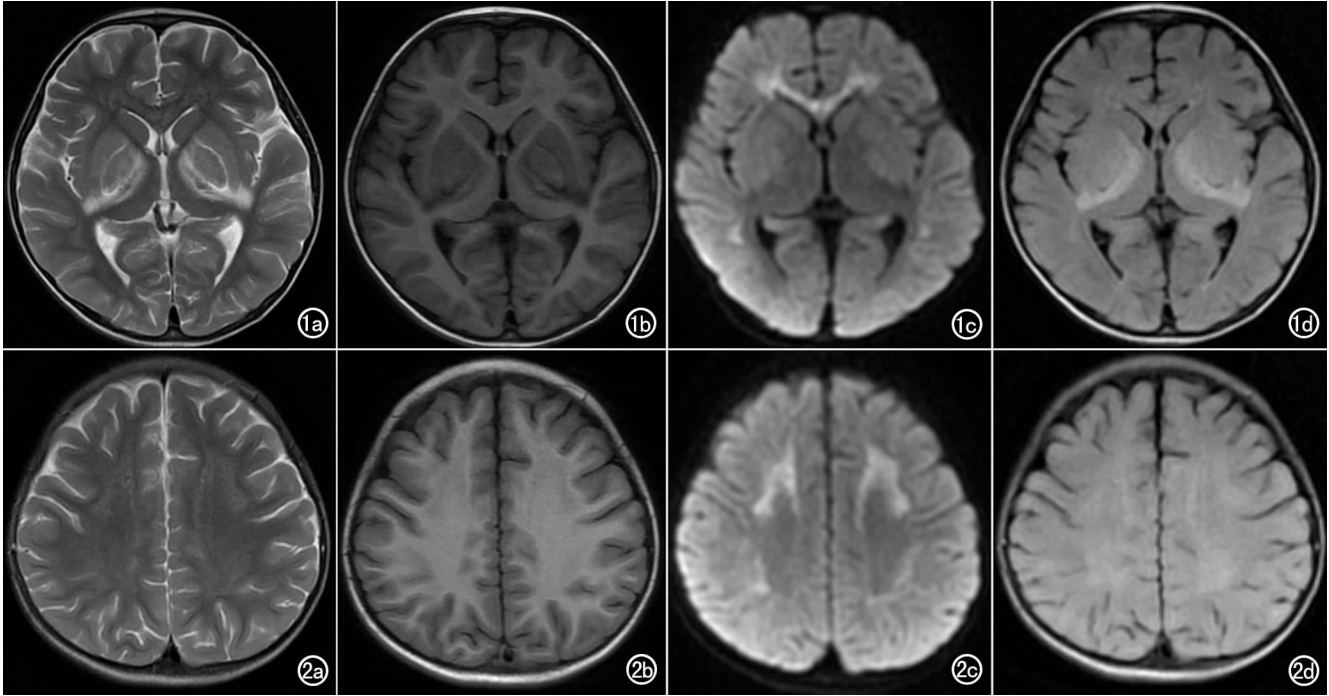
男,2 岁,重症手足口病。a) 横轴面 T₂WI 示双侧基底节区病灶对称性斑片状高信号,胼胝体、双侧颞叶、额叶脑白质病灶对称性斑片状、斑点状稍高信号,边缘模糊; b) 横轴面 T₁WI 示双侧基底节区病灶对称性斑片状低信号,胼胝体、双侧颞叶脑白质病灶对称性稍低信号,双侧颞叶脑白质病灶呈等信号,边缘模糊; c) DWI 序列示胼胝体、双侧颞叶、额叶脑白质病灶显示清楚,呈对称性斑片状稍高信号/高信号,边缘模糊;双侧基底节区病灶呈等信号; d) T₂-FLAIR 序列示双侧基底节区病灶显示清楚,呈高信号,边缘模糊,胼胝体、双侧颞叶、额叶病灶呈等信号。
